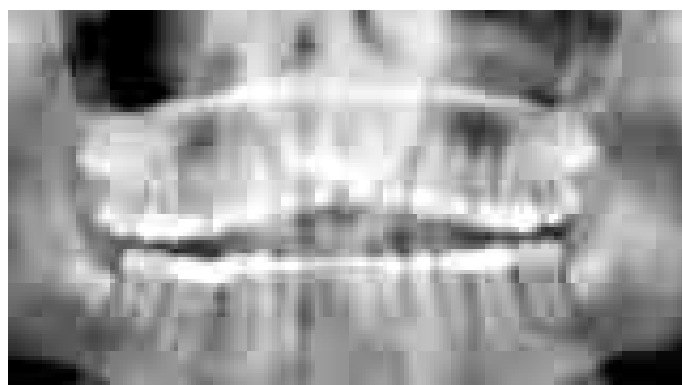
Ortopantomografia dopo allineamento
